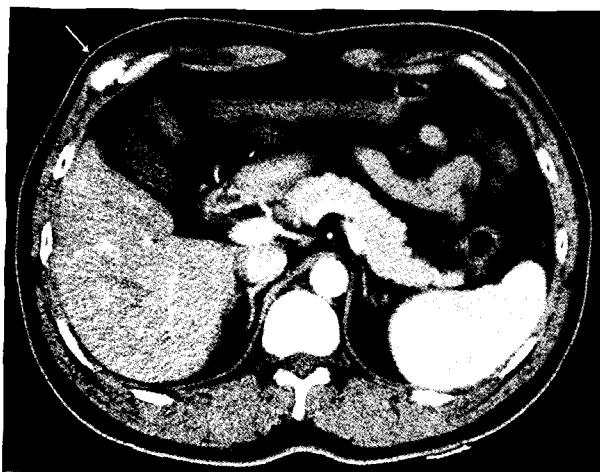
Chest computed tomography shows ovoid shaped solid mass in right lower anterior chest wall with homogeneous enhancement. (↗) This mass does not invade the adjacent chest wall muscles and right 7th rib. CT findings suggest the possibility of the vascular benign tumor.
